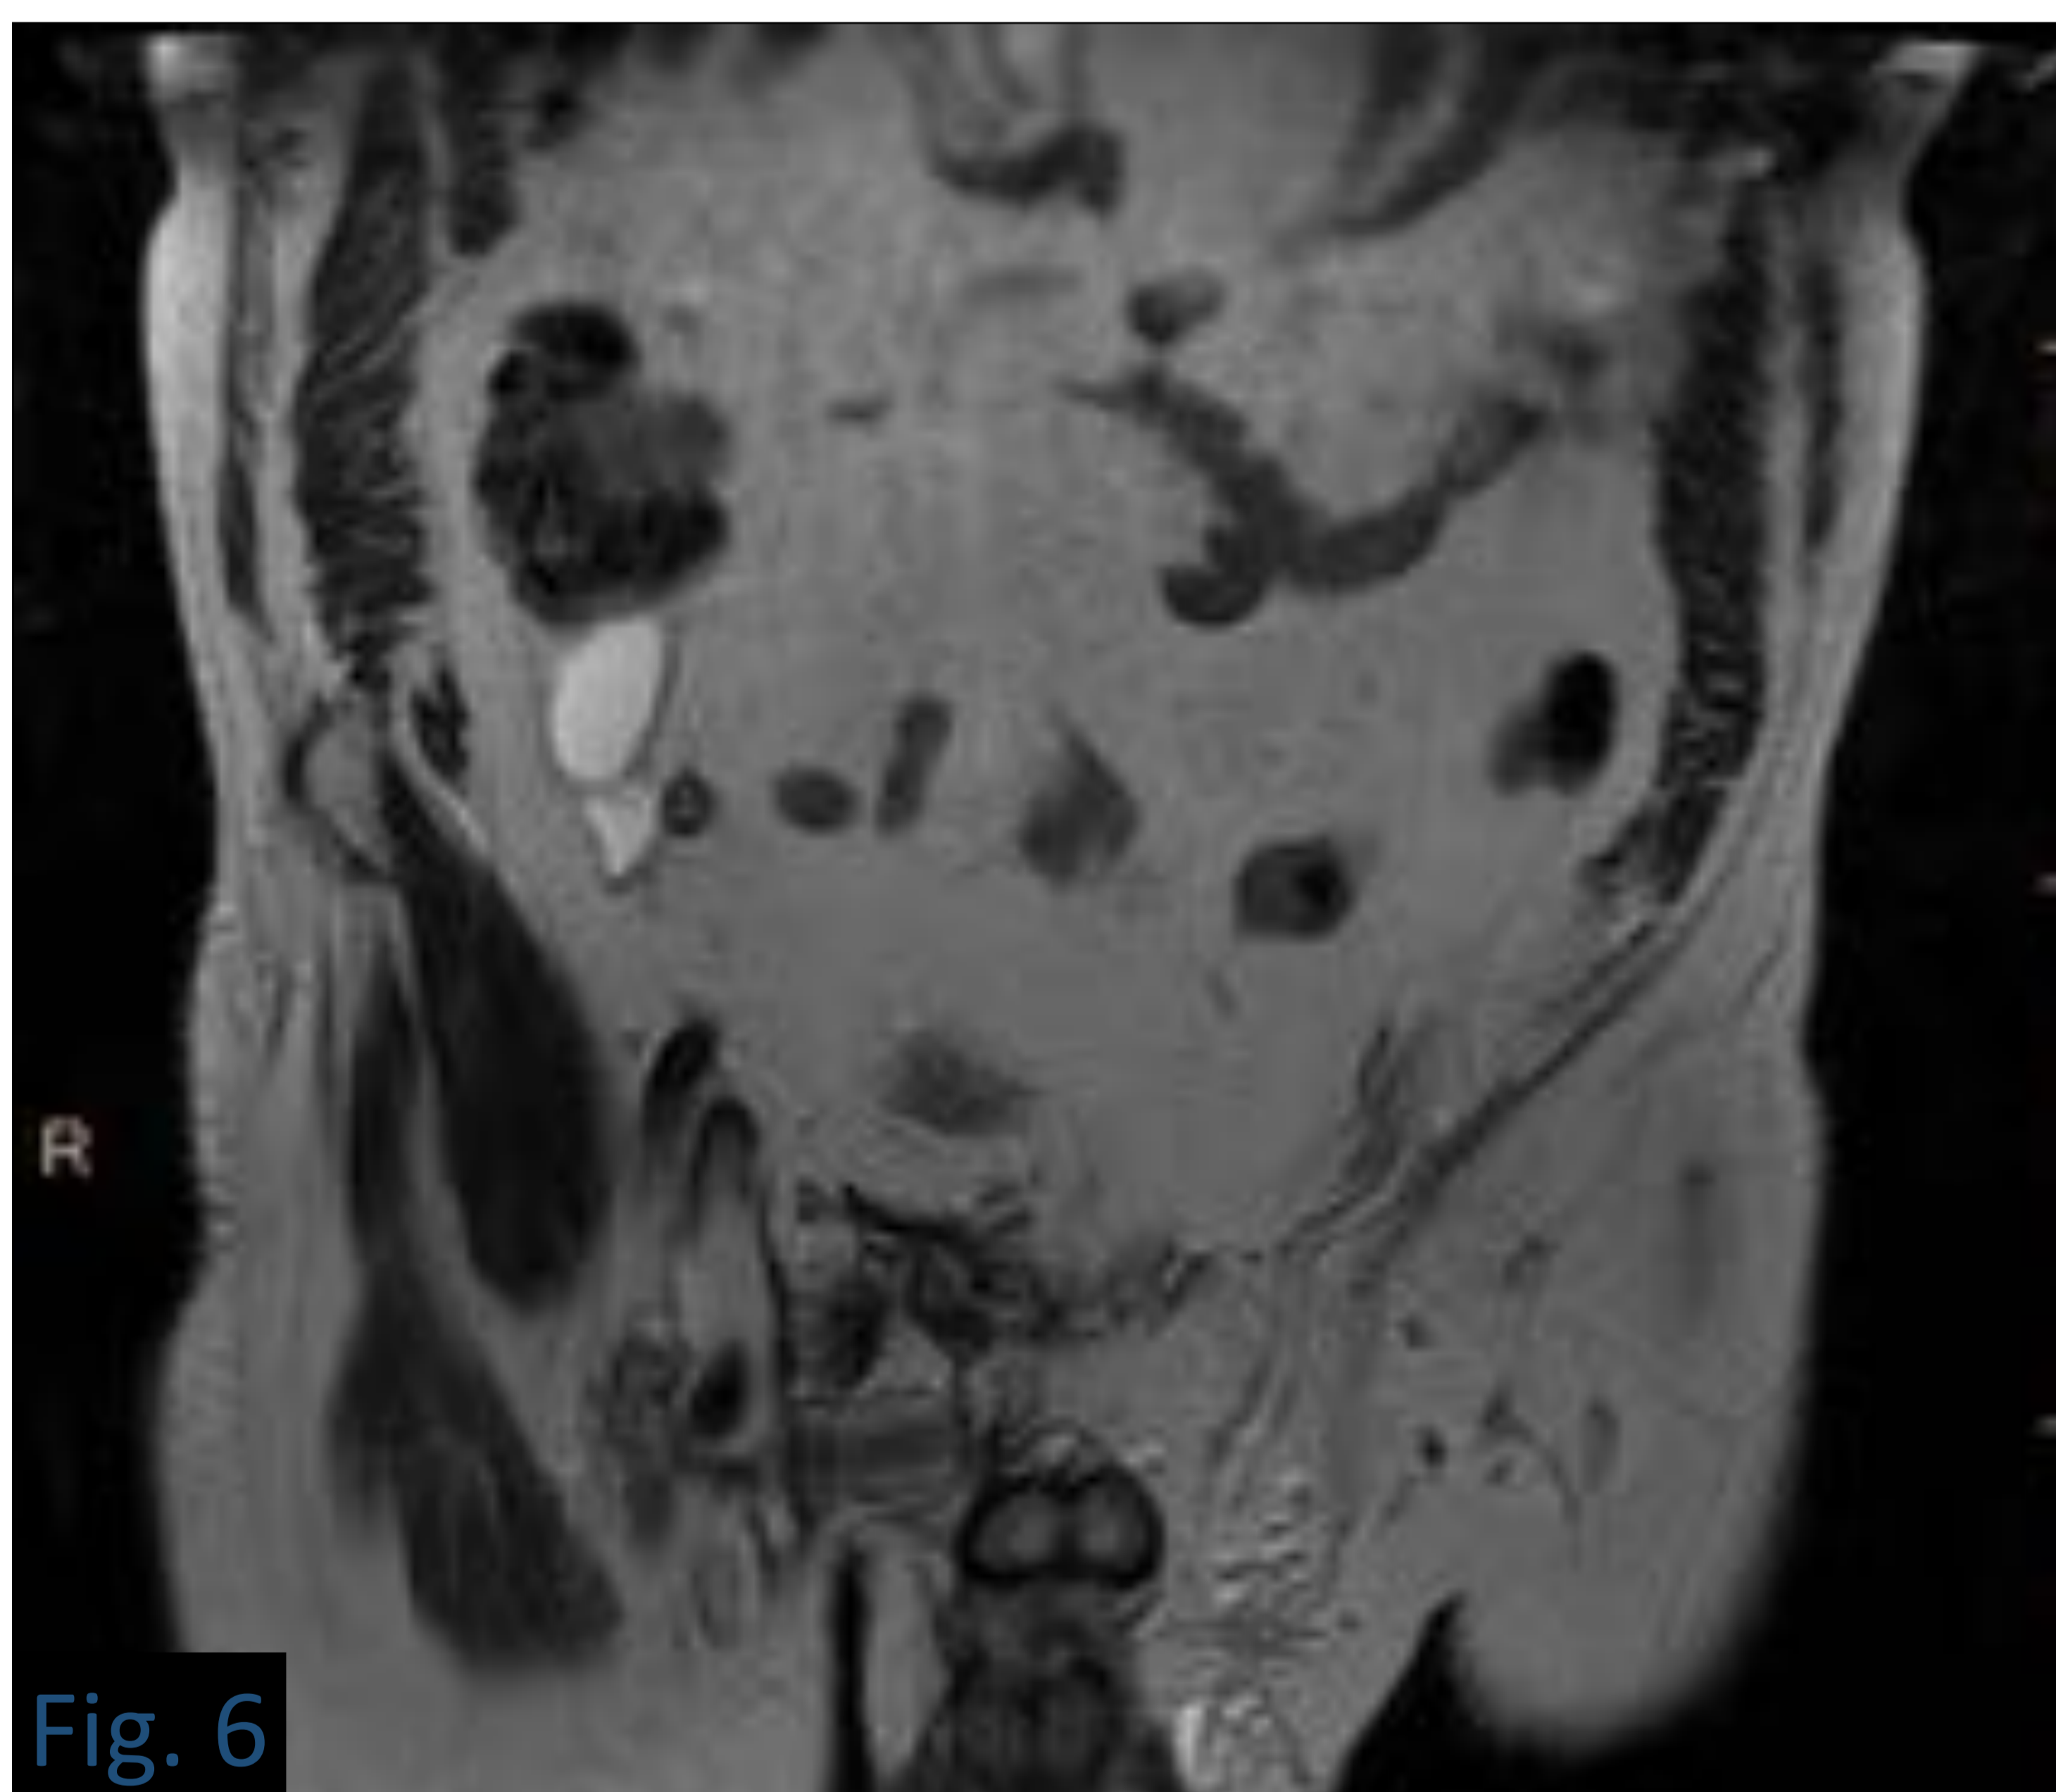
Observamos imágenes coronales de RM del mismo paciente. A la izquierda una secuencia potenciada en T2 donde identificamos un mucocele con contenido hiperintenso, pared fina y pequeña cuña de líquido adyacente a la punta. A la derecha una secuencia potenciada en T1 con saturación grasa y contraste paramagnético que muestra el realce de la fina pared del mucocele, con contenido hipointenso. Fue diagnosticado de LAMN.
